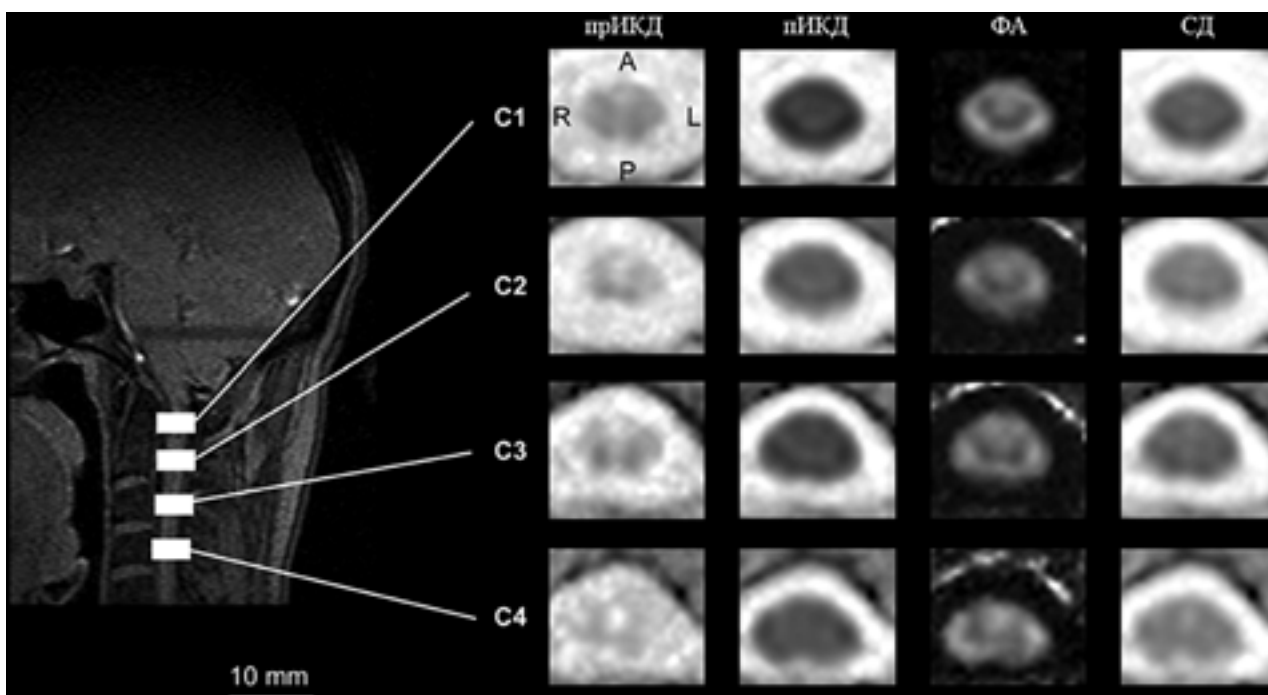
Визуализация серого и белого вещества спинного мозга в соответствии с различными количественными параметрами ДТ МРТ (прИКД) или АД, пИКД или РД, ФА, СД на разных уровнях шейного отдела (С1-4) [34]
